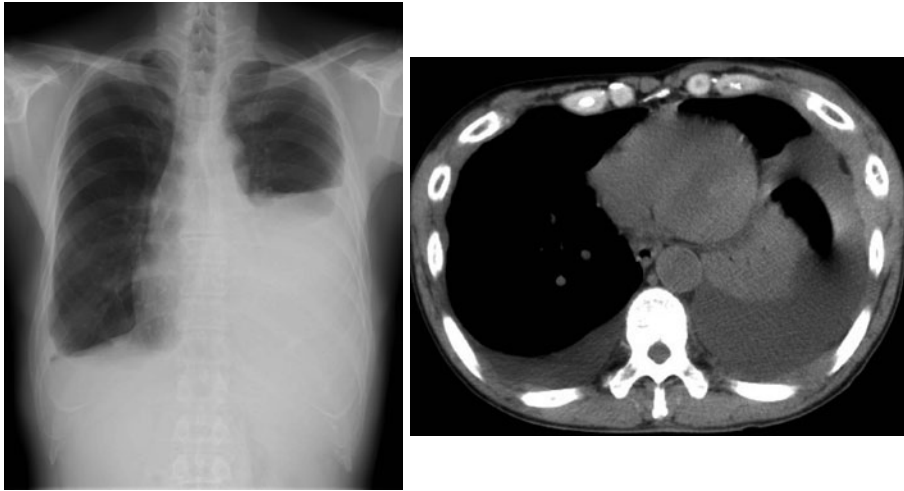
Chest X-ray on admission and chest computed tomographic images. Chest X-ray on admission showed bilateral pleural effusion, and chest computed tomographic images showed bilateral pleural thickening. The subpleural fat layer in this area had disappeared, and the lesion continued as a soft shadow around the ribs.
